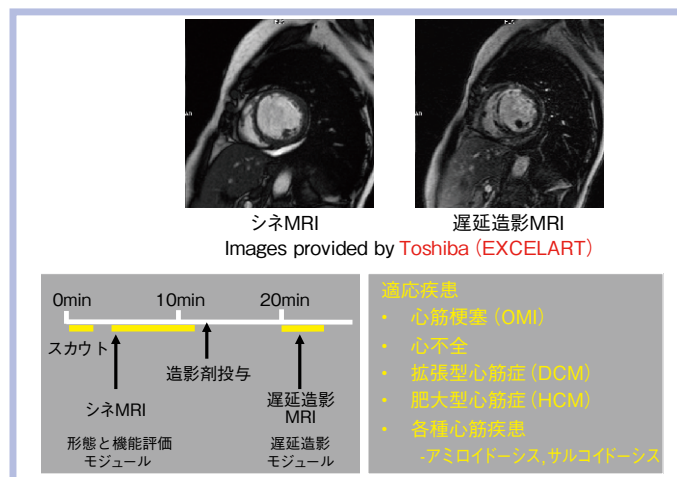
シネMRIと遅延造影MRIを中心とした心臓MRI
